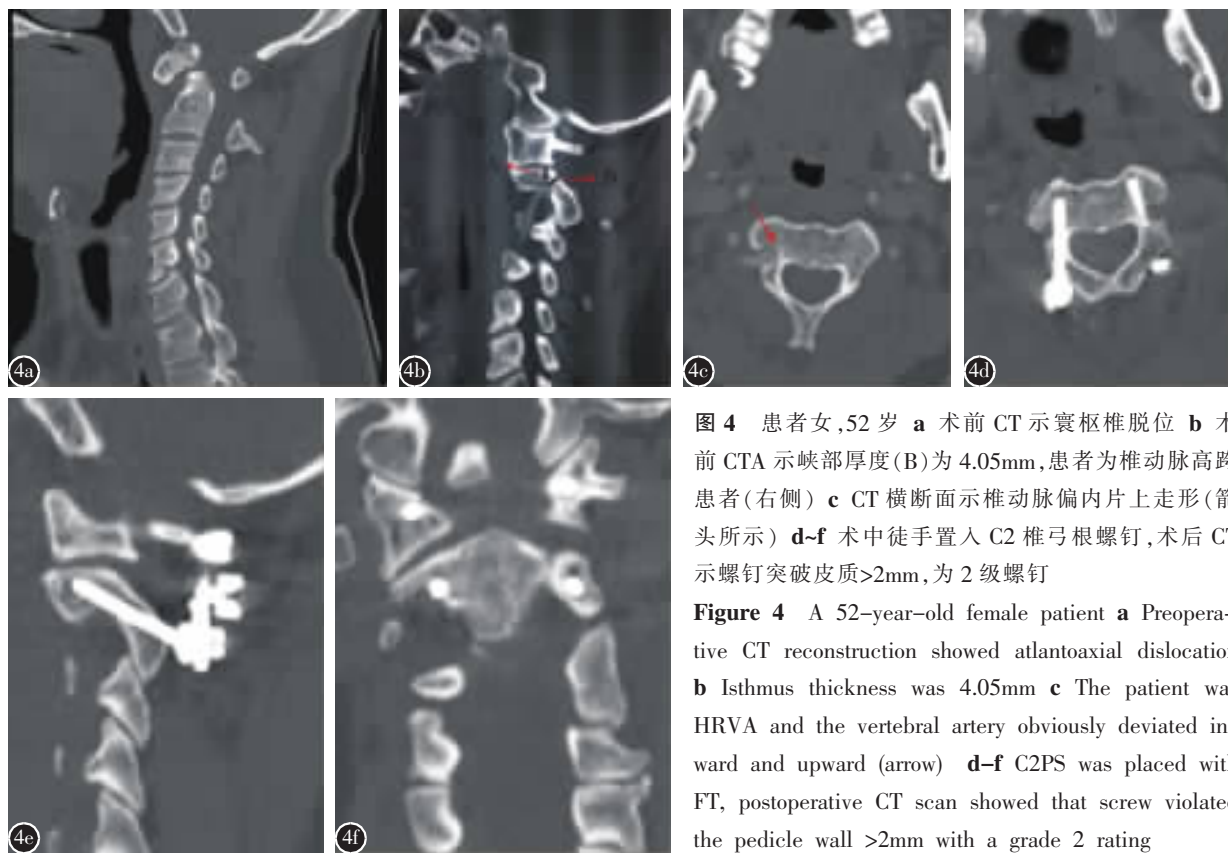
患者女,52岁 a 术前CT示寰枢椎脱位 b 术前CTA示峡部厚度(B)为4.05mm,患者为椎动脉高跨患者(右侧) c CT横断面示椎动脉偏内片上走形(箭头所示) d~f 术中徒手置入C2椎弓根螺钉,术后CT示螺钉突破皮质>2mm,为2级螺钉
